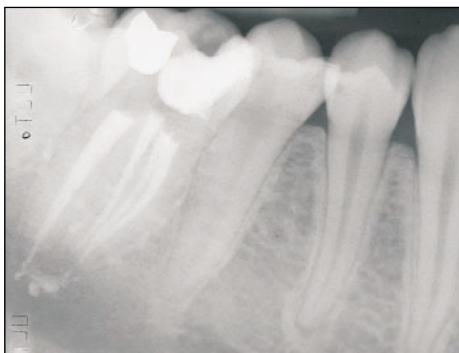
Radiografia postoperatoria.
